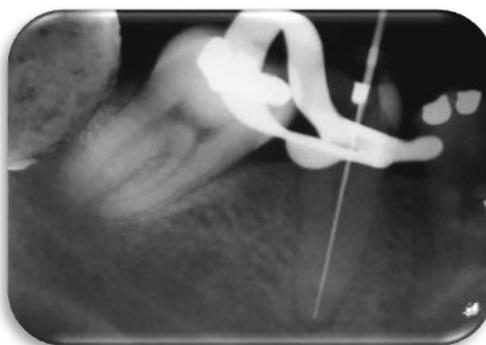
Radiografia mostrando a última lima do preparo químico mecânico 1 mm aquém do ápice. Fonte: Autoria própria.
